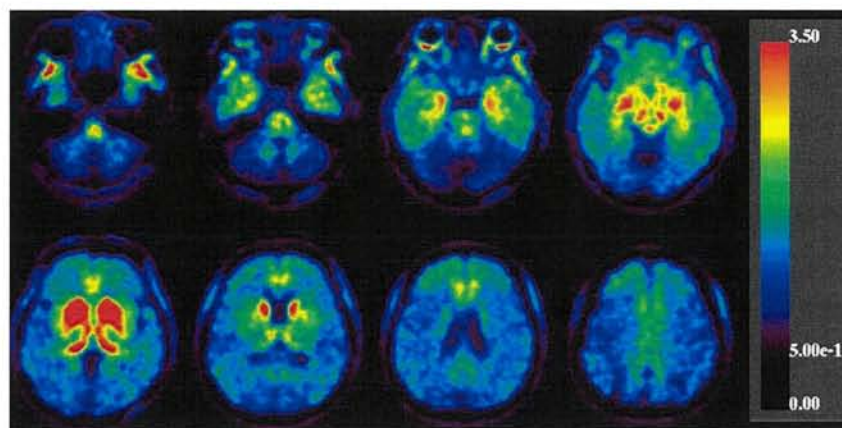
認知機能正常者の ^{18}F -THK5351 の SUVR
